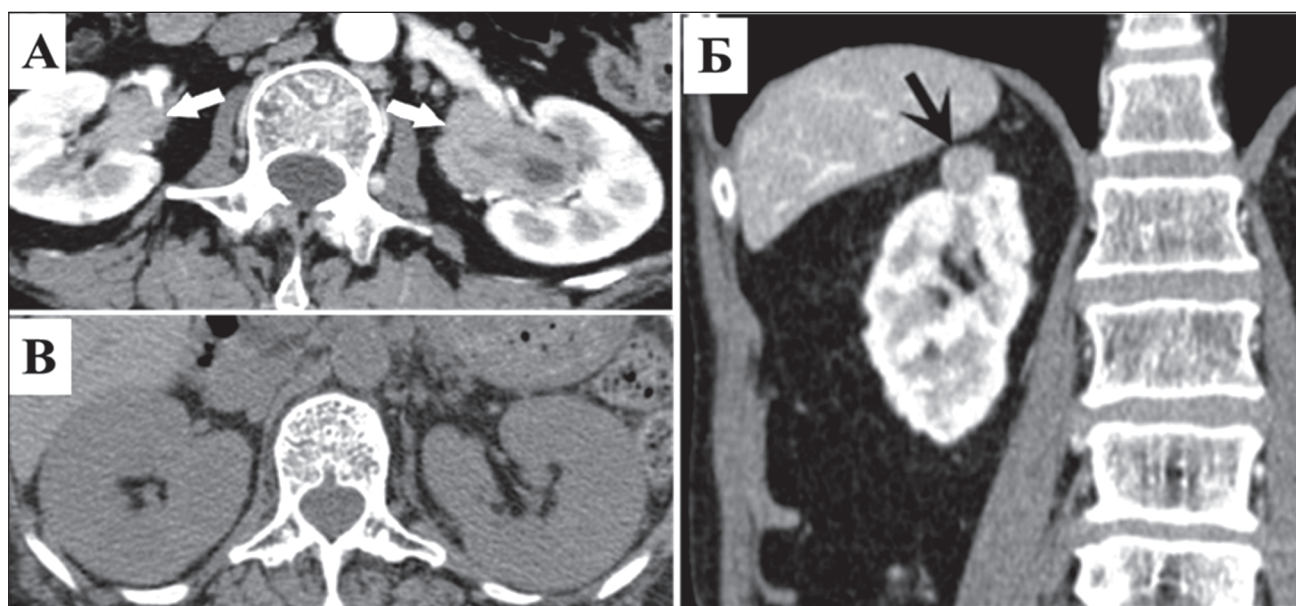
Інші КТ-ознаки IgG4-залежного ТІН: А — потовщення ниркової миски; Б — пухлиноподібне утворення у ділянці верхнього полюса нирки; В — дифузне збільшення нирок [12]
